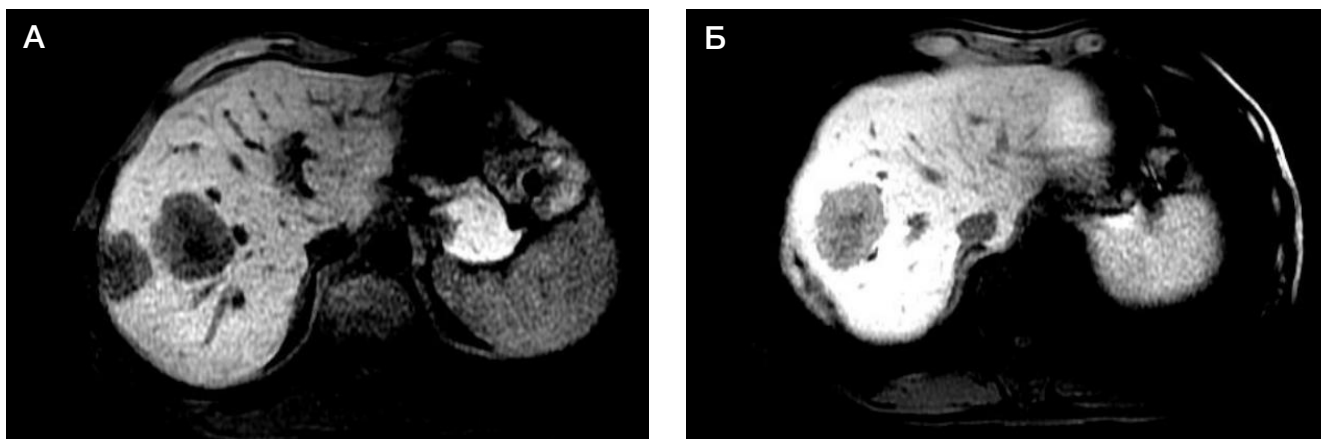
А, Б. Магнитно-резонансная томография брюшной полости от 07.12.2019
